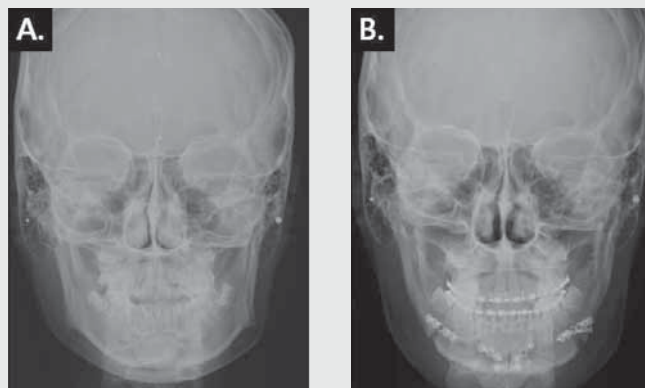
Radiographs of a man patient (A) Preoperative posteroanterior radiograph. (B) Postoperative posteroanterior radiograph.
